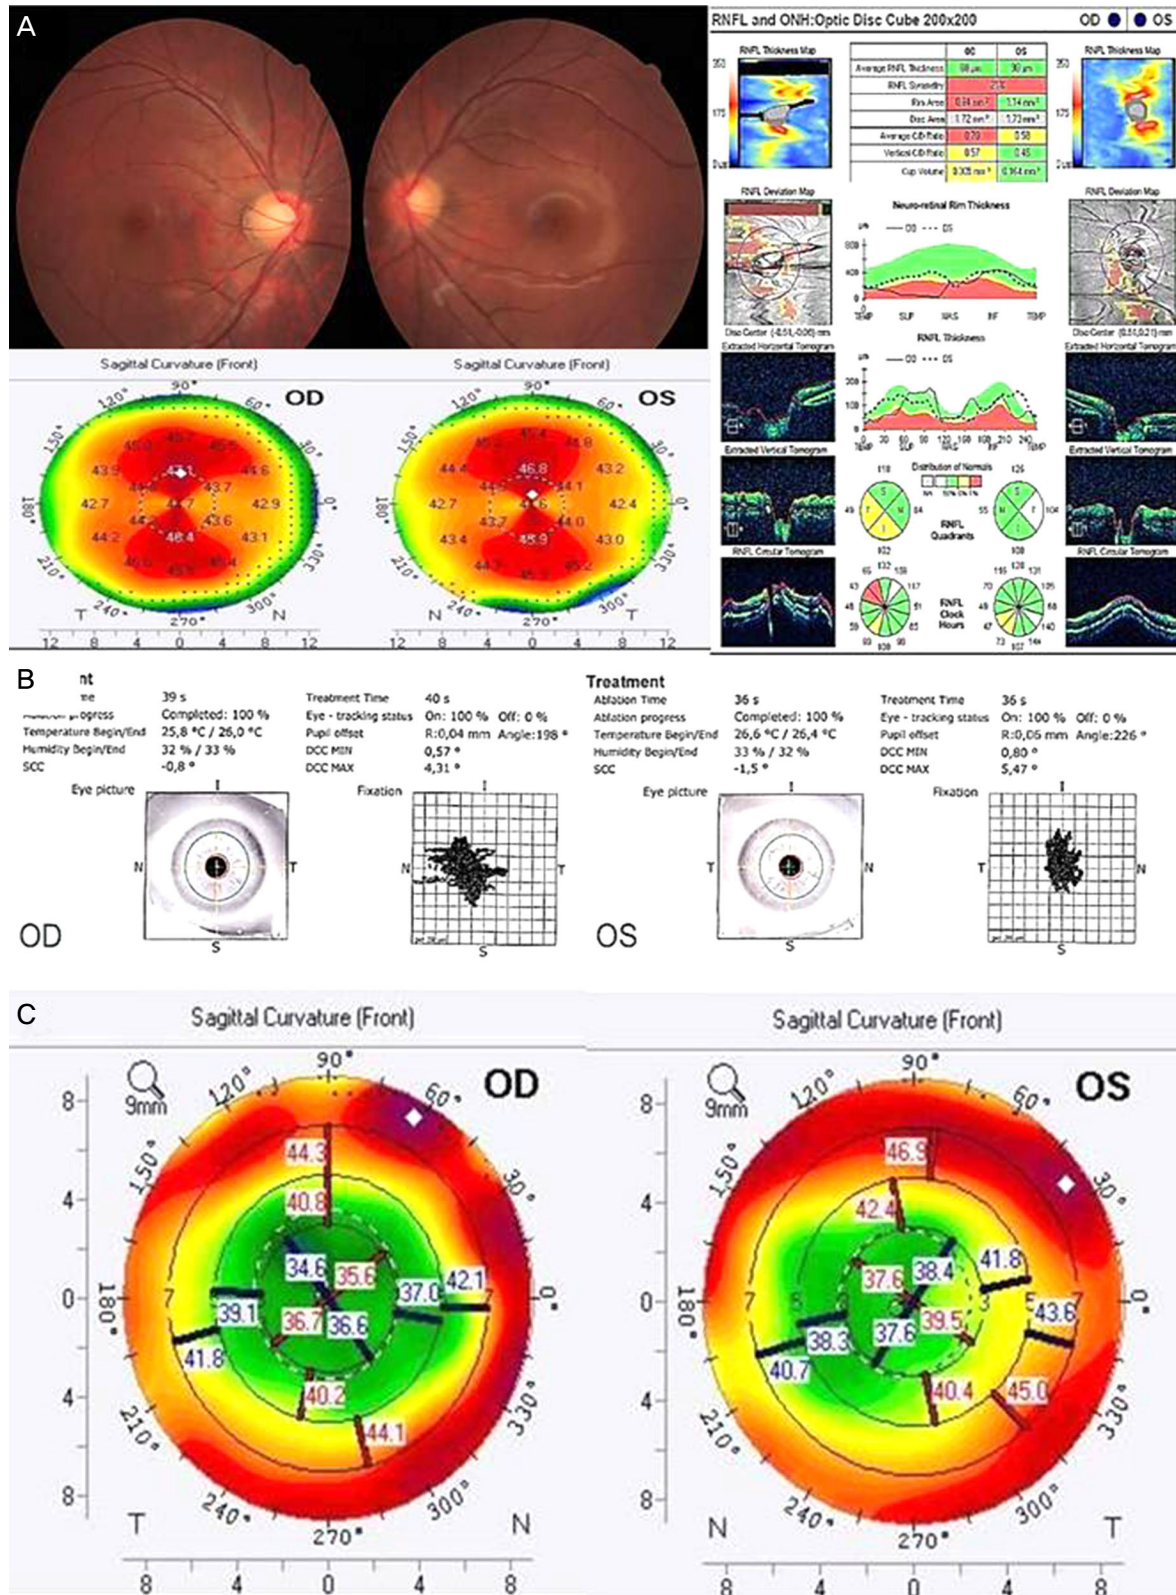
Case 2. (A) Fundus photography showing myopic disc in both eyes (left upper column) and pre-operative corneal topography (left lower column). Optical coherence tomography for analysis of retinal nerve fiber layer thickness showing horizontal distortion and noise due to horizontal nystagmus (right column). (B) Intraoperative eye tracking on the treatment printout showing horizontal and some vertical movement in both eyes. (C) Corneal topography showing well-centered ablation 2 months after surgery. T = temporal aspect; N = nasal aspect.
